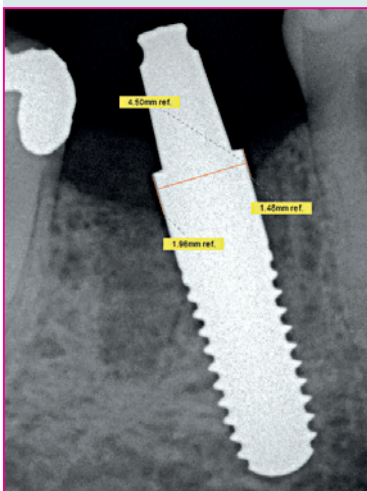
Kleinbildröntgen 46 zu Beginn der Untersuchung.
